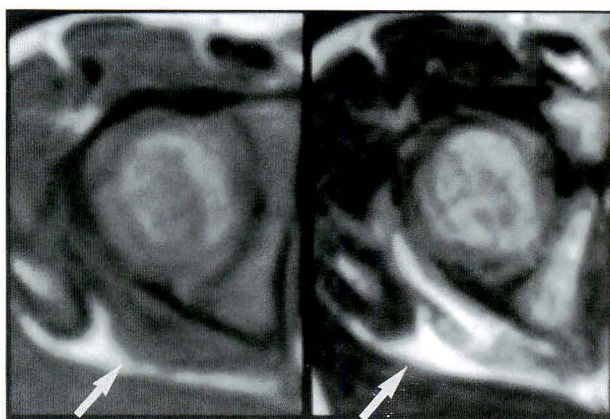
受傷1週後のMRI. 右股関節の水平断像。
